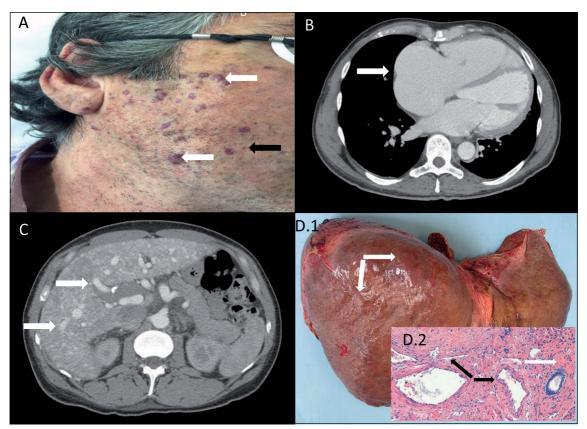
A: Imagen macroscópica de hemangiomas adquiridos (flechas blancas) y telangectasias cutáneas (flecha negra). B: Tomografía axial computarizada (TAC) de tórax muestra cardiomegalia con evidente ensanchamiento ventricular derecho (flecha). C: TAC de abdomen muestra hepatomegalia y *shunts* arteriovenosos (flechas). D.1: Imagen macroscópica de hígado de receptor donde se observa superficie irregular y zonas de hiperemia (flechas). D.2: Corte histológico de pieza extraída. Se observan vasos de distinto calibre (flechas negras) y fibrosis de espacios porta (flecha blanca).
